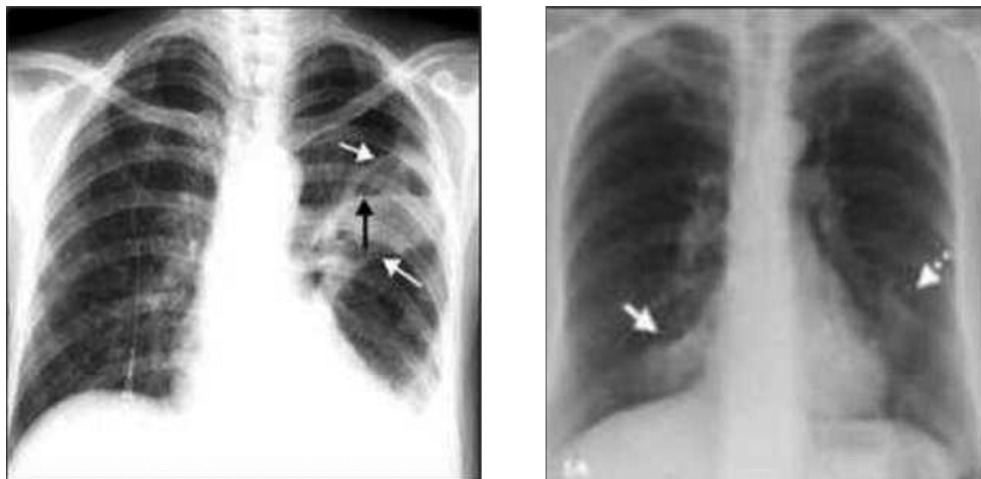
Рентгенограмма органов грудной клетки. Наложение фибрина на листках плевры
